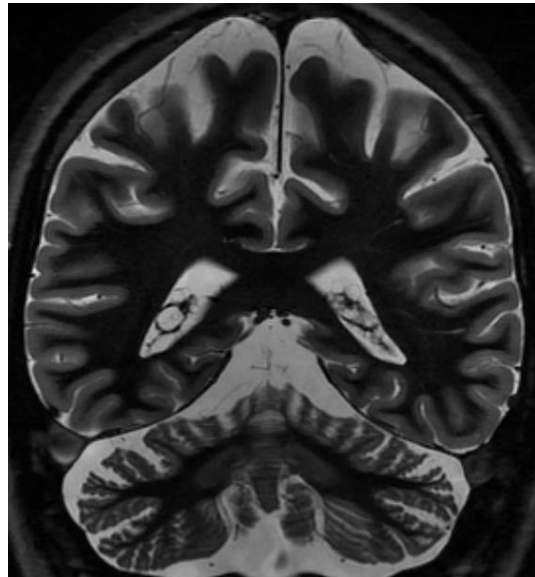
Brain MRI of patient 2: marked cerebellar atrophy with normal supratentorial structures at age 43 years.
